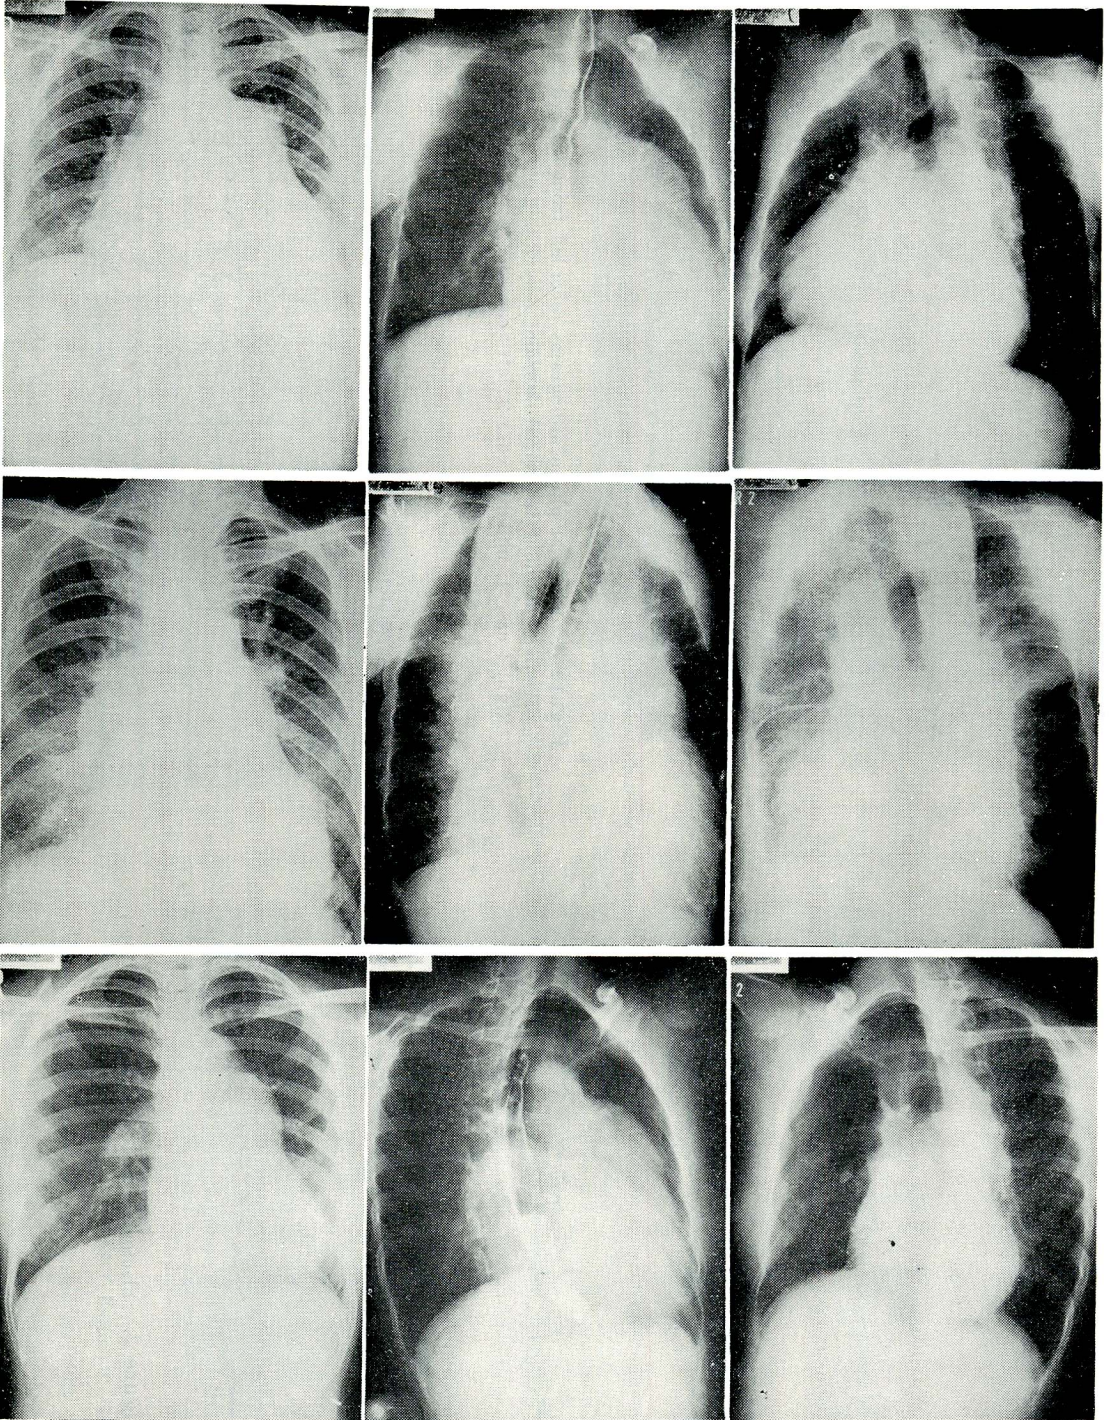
Chest roentgenograms of case 1 (top), case 2 (middle), and case 3 (bottom)
